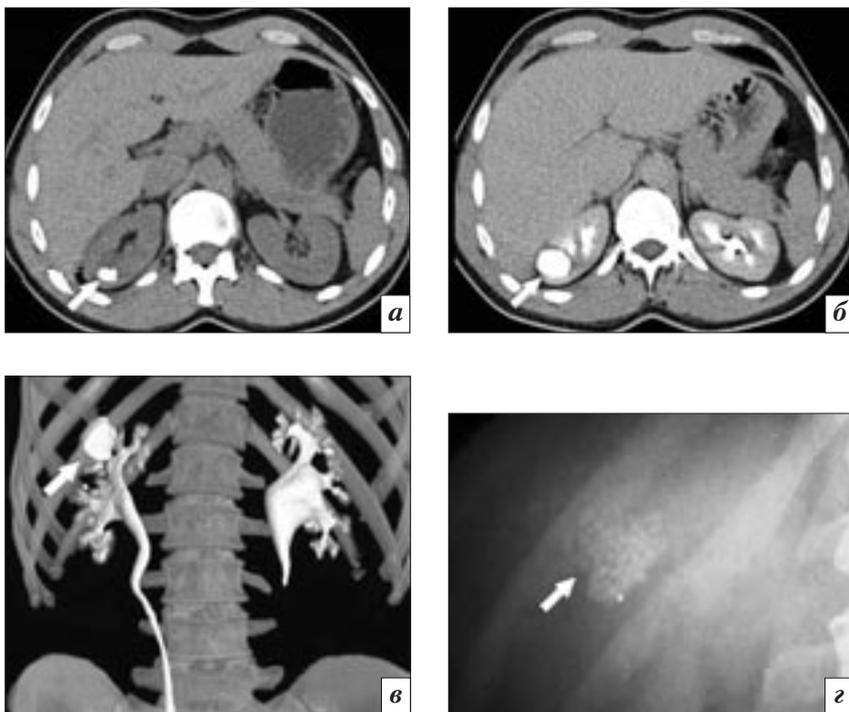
Мелкие камни в дивертикуле верхней чашечки правой почки (стрелки): *а* – на бесконтрастной томограмме визуализируется камень в полости ДЧП справа; *б* – симптом «растущего камня» за счет ретроградного заполнения полости ДЧП контрастным веществом на томограмме в урографическую фазу на 10-й минуте; *в* – КТ, 3D-реконструкция, визуализируется дивертикул верхней чашечки справа; *г* – фрагмент прицельной рентгенограммы в вертикальном положении больного после МСКТ почек: мелкие множественные камни в полости ДЧП справа с горизонтальным уровнем. ДЛТ не показана, рекомендована эндоскопическая нефролитолапаксия
